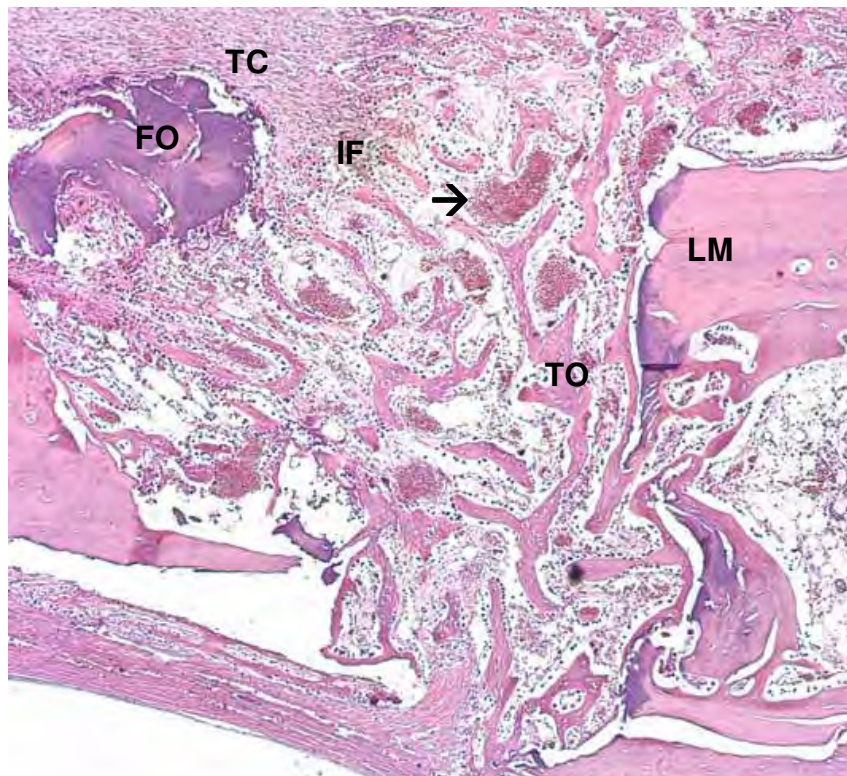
Grupo III (membrana de colágeno + osso autógeno), período de 7 dias, aumento de 50x (HE). Fragmento ósseo (FO). Área hemorrágica (→). Trabéculas ósseas (TO). Limite da parede do defeito (LM). Infiltrado inflamatório moderado (IF). Tecido conjuntivo (TC).
